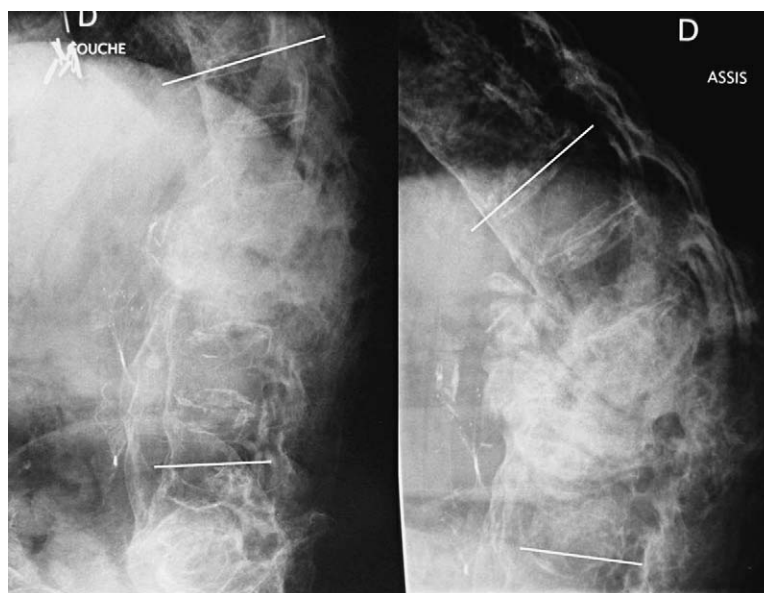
Arthropathie rachidienne de Charcot chez un patient paraplégique (cas 1), mise en évidence par des radiographies de profil du rachis lombaire en position couchée (3A) et assise (3B). Le cliché en position assise met en évidence une instabilité majeure de la lésion rachidienne avec cyphose mesurée à 50° en position assise (16° sur le cliché en position couchée).
